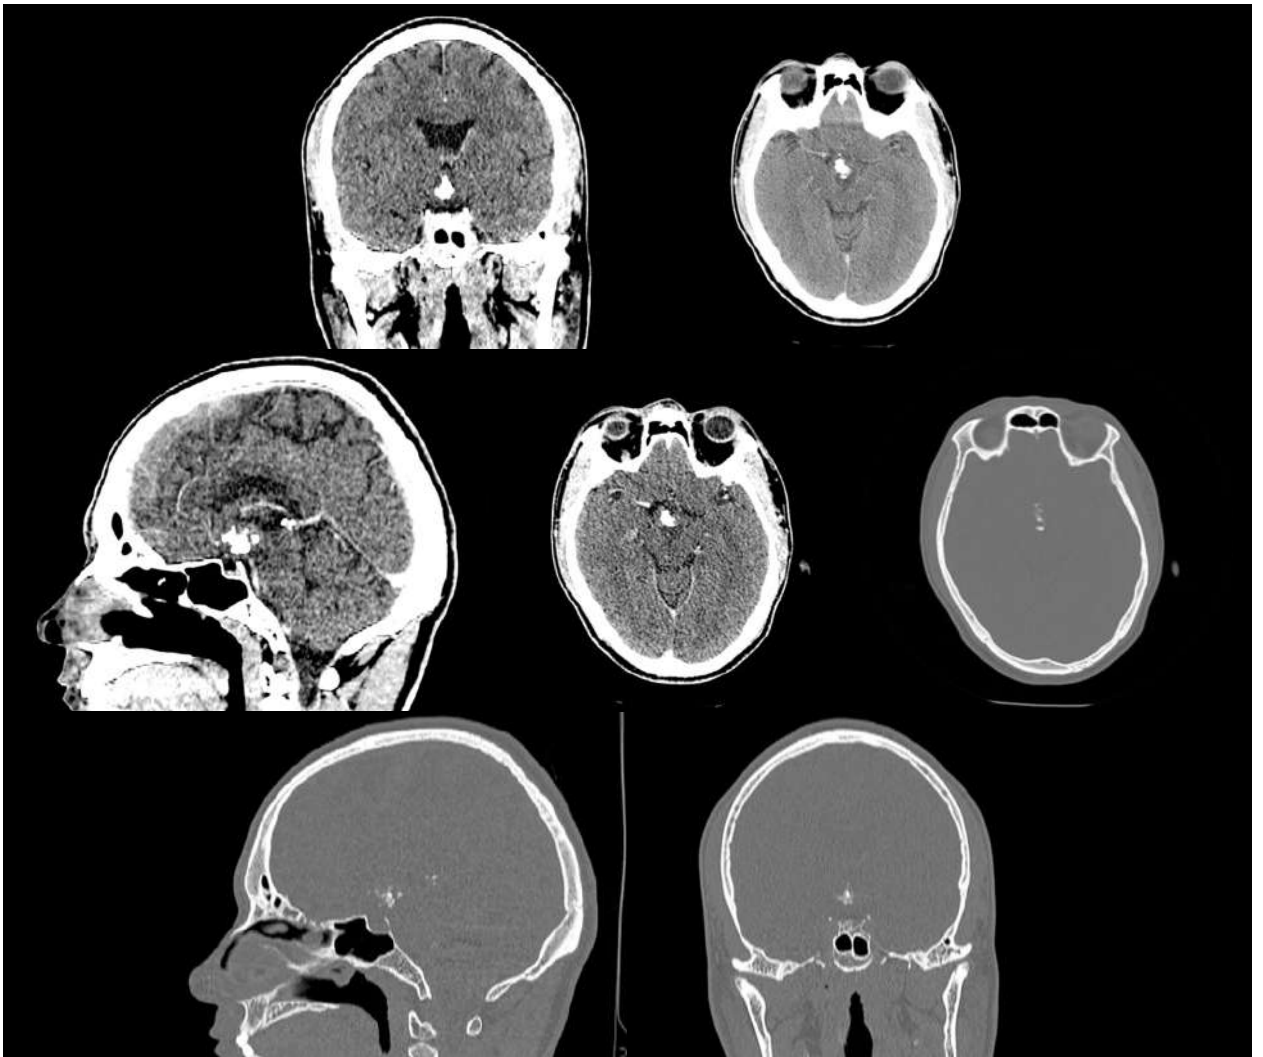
Серія МСКТ-зображень голови пацієнта в м'якотканинному та кістковому режимах із внутрішньовенним підсиленням в аксіальній, коронарній і сагітальній площинах. Візуалізується супраселярне об'ємне утворення із кальцифікатами.
